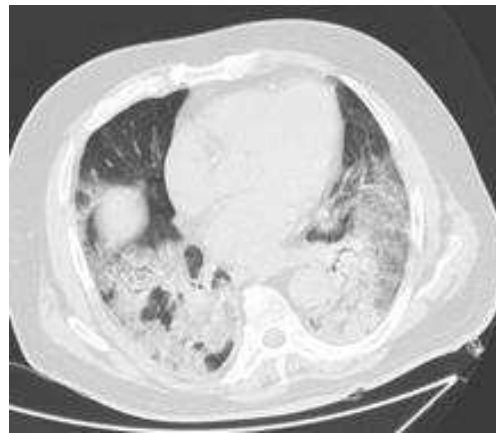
Пример КТ-изображения: наблюдаются двусторонние большие области «матовых стекол» с ретикулярными изменениями и двусторонними областям консолидации
